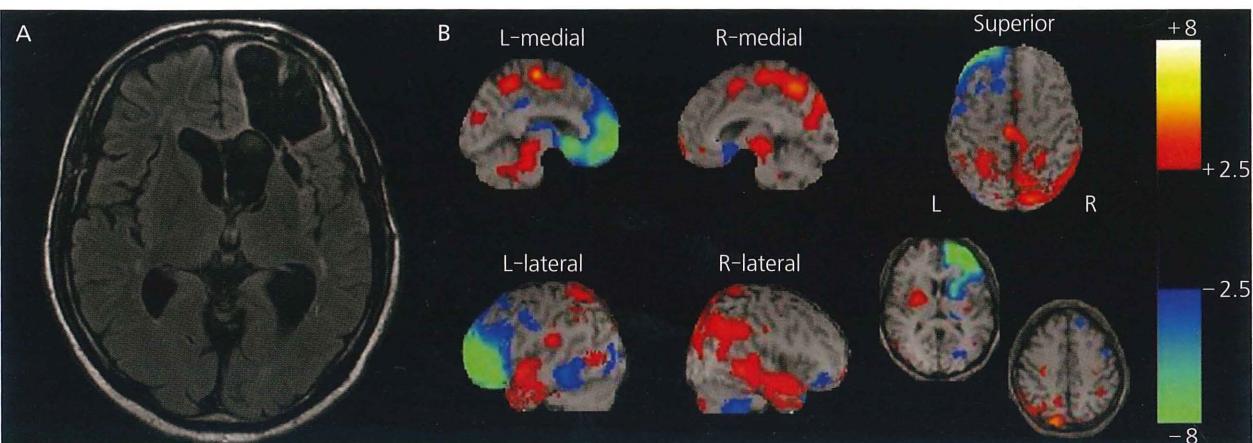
症例の頭部 MRI FLAIR 画像 (A) と脳血流 SPECT 画像 (B)
